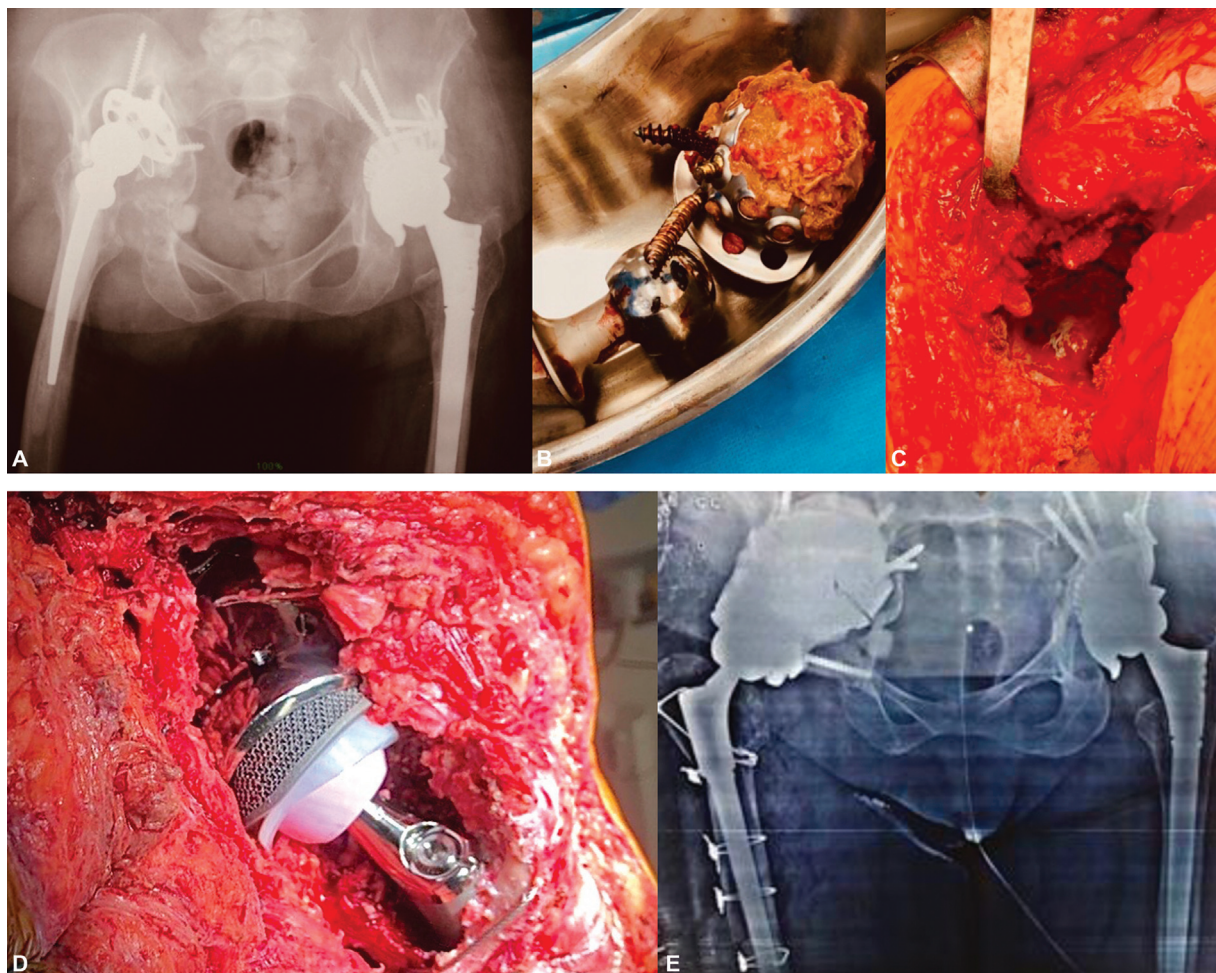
(A) Radiografia pré-operatória; (B) componente acetabular retirado; (C) intraoperatório; (D) revisão de artroplastia total do quadril intraoperatória; (E) Radiografia pós-operatória.
